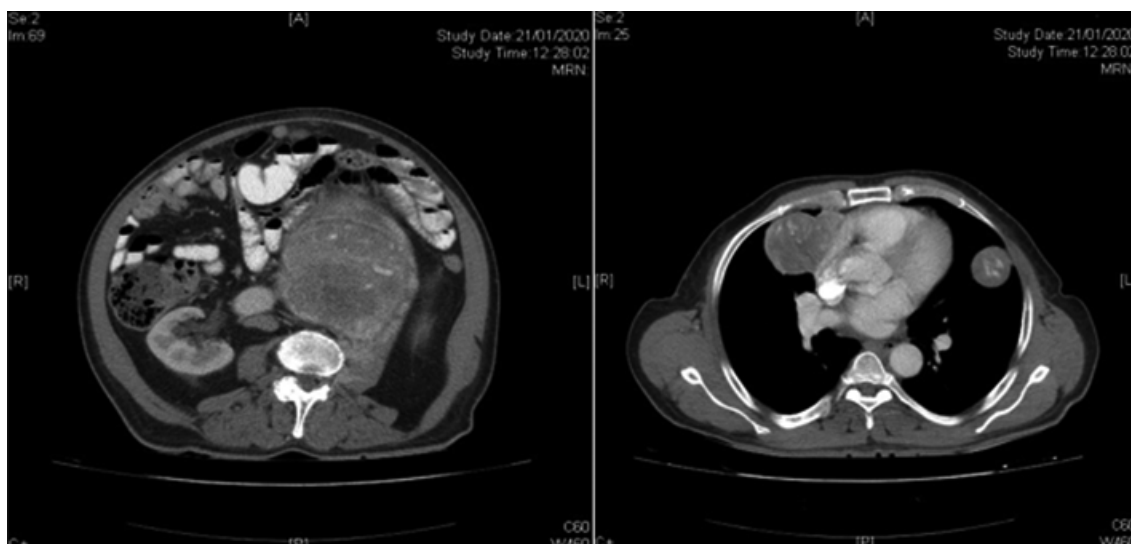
Corte TC de abdomen y tórax en el momento de recaída de la enfermedad.
